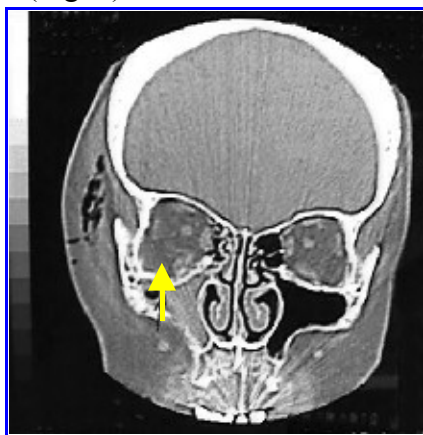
TAC de macizo facial. Fractura de piso de órbita derecha. Hematoma del seno maxilar.
